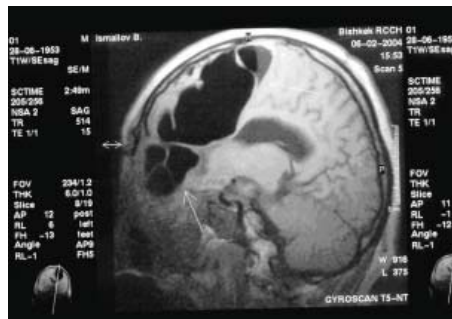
МРТ мозга больного И.
